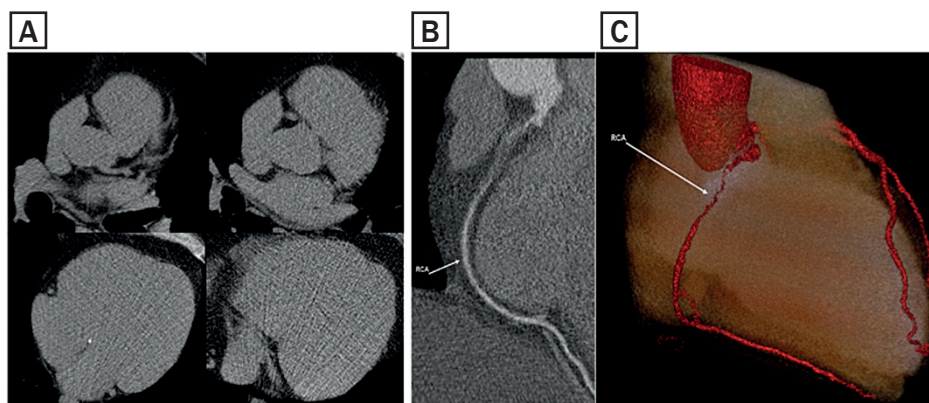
Escore de cálcio coronariano e angiogramografia de um participante do estudo CORE que apresentava obstrução coronariana significativa escore de cálcio igual a zero. A) Escore de cálcio coronariano. B) Angiotomografia (reconstrução multiplanar). C) Angiotomografia (reconstrução em 3D).
